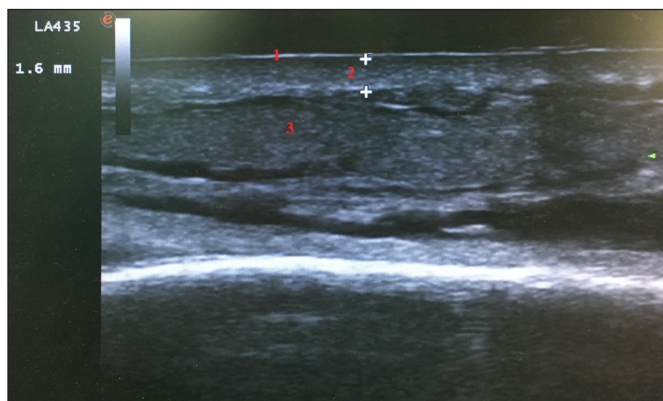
Ecografía de piel normal que muestra la epidermis (numero 1), dermis (espacio comprendido entre las dos cruces y marcado con el número 2) e hipodermis (numero 3).
